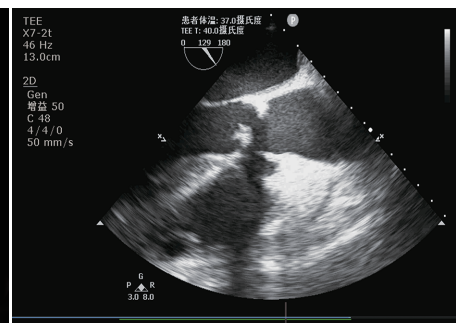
术中经食管超声心动图示主动脉瓣赘生物形成,瓣周脓肿
